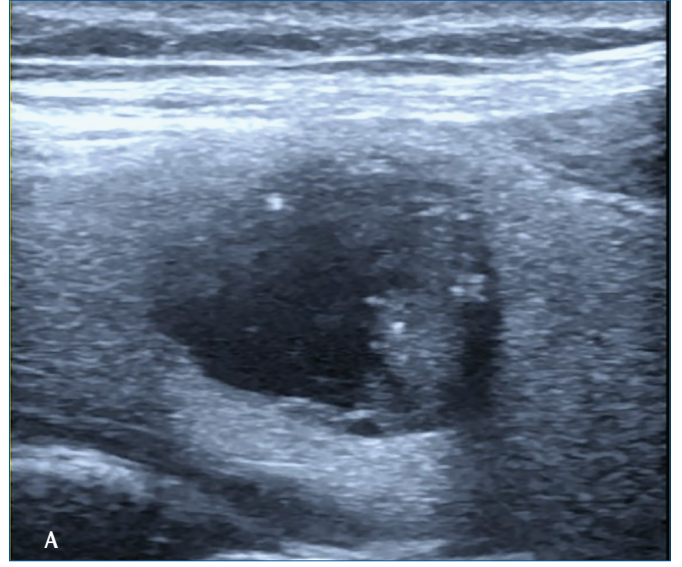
Elli iki yaşında erkek hastada, yoğun içerik yanı sıra, Doppler modunda vaskülarite gösteren multipl septalar içeren nodül. Artık, TI-RADS kategorisi olarak daha yüksek kodlanmalı. Takipler ve biyopsi sonucu benign olarak sonlanmıştır.
